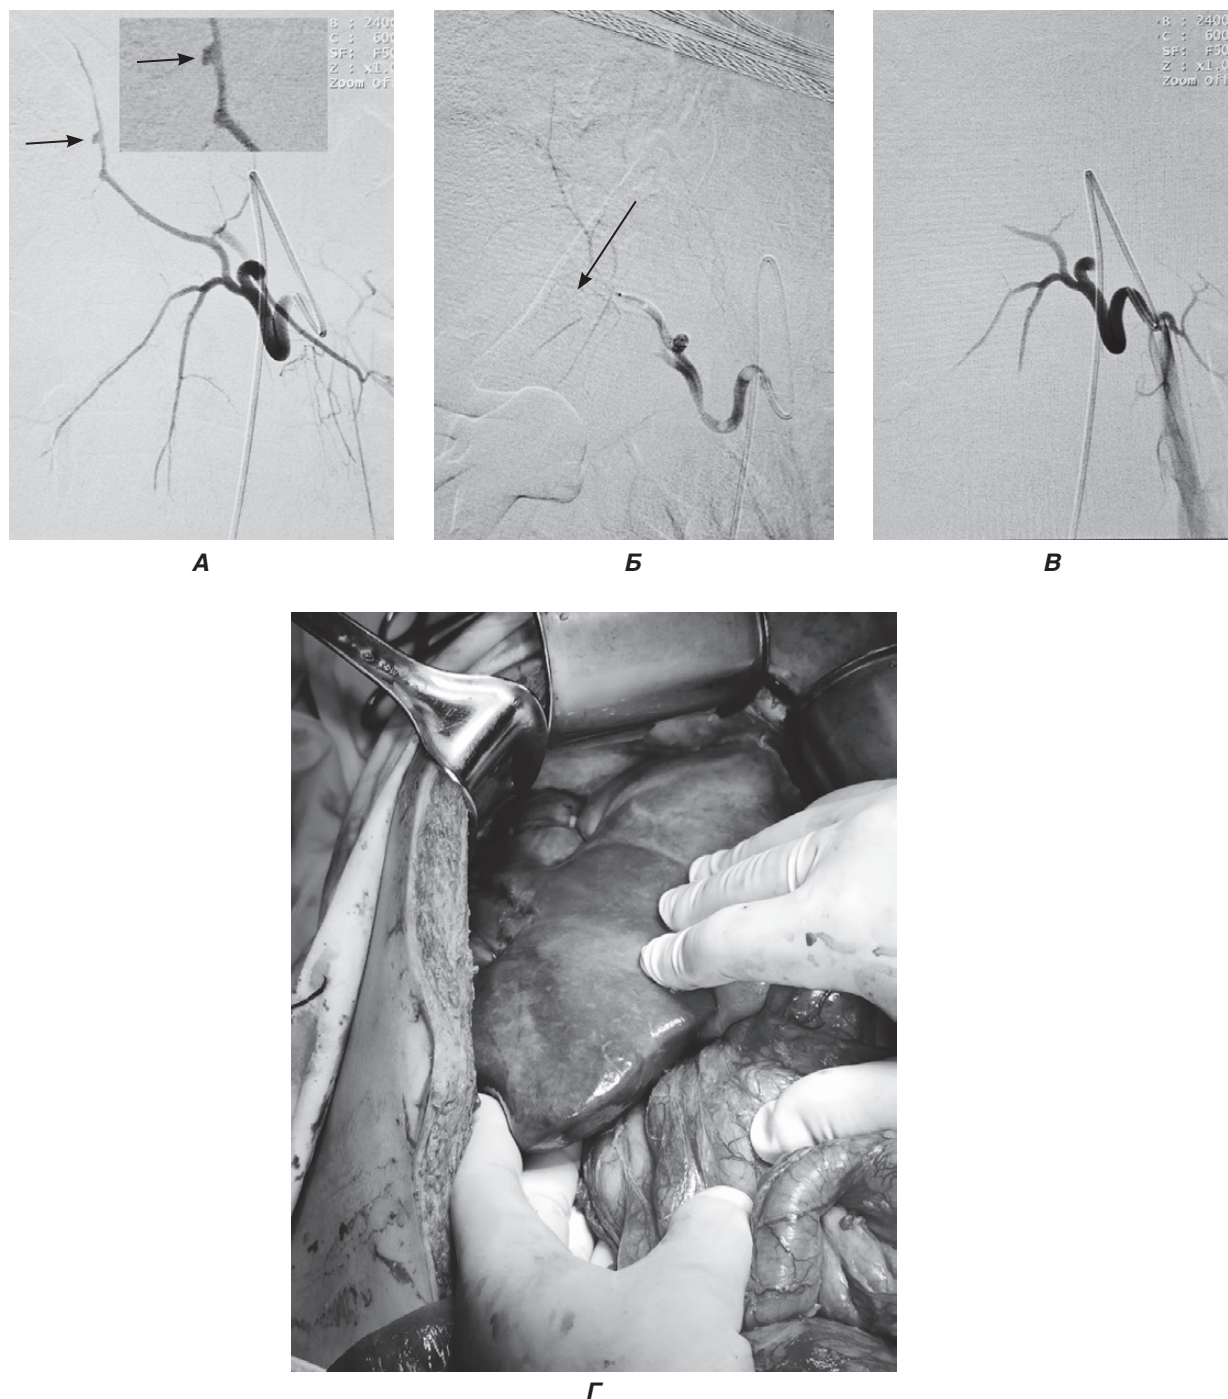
Селективні артеріограми до і після проведеного ендovasкулярного катетерного гемостазу. До емболізації (А): виявляється псевдоаневризма сегментарної гілки правої печінкової артерії (стрілка). Етап емболізації ушкодженої судини (Б) із застосуванням мікрокатетера Progreat (стрілка). Після емболізації (В) емболами з PVA 100,0 мкм: оклюзія сегментарних гілок правої печінкової артерії. Фото (Г) етапу оперативного втручання на органах черевної порожнини, яке підтвердило ефективність рентгенендоваскулярного катетерного гемостазу: кровотечі з поверхні оперованої печінки не було
